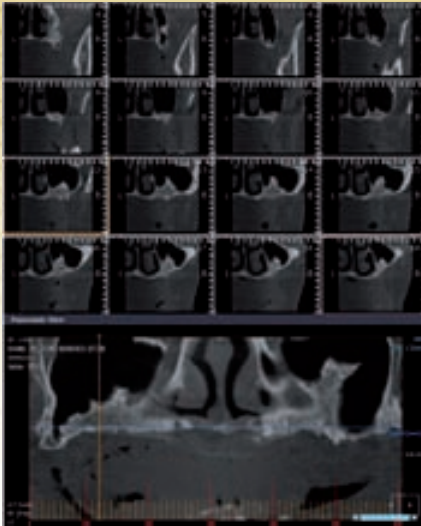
TAC sector 1, distal
